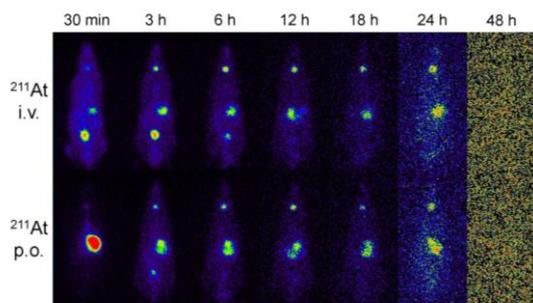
211-At によるラットの SPECT 画像
